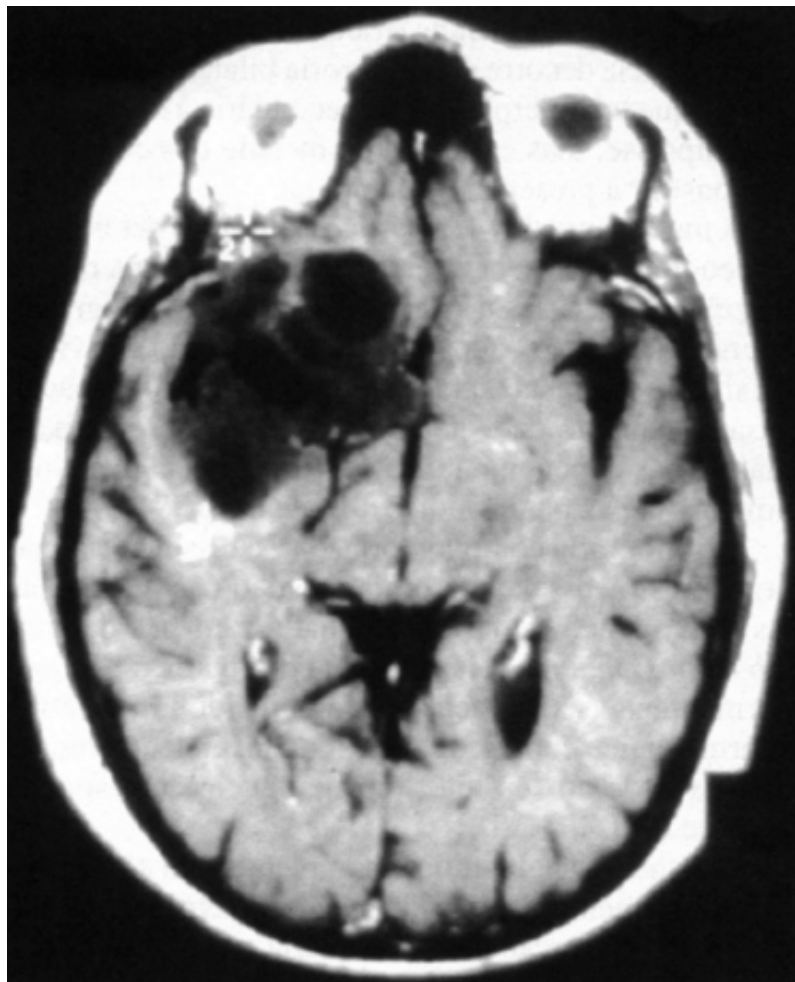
Glioma. RM mostrando imagem de neoplasia primária frontotemporal direita, hipointensa em relação ao tecido cerebelar.
